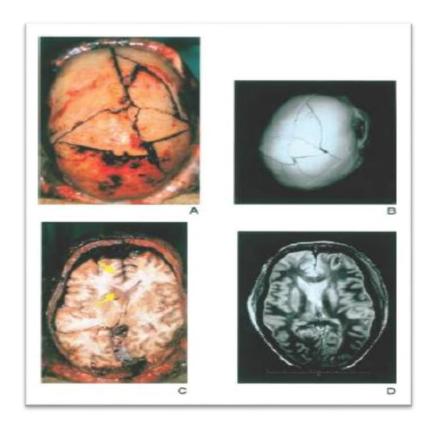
Fractura de la bóveda craneal de paciente de 27 años por caída de un árbol. (a)Imagen de la autopsia, (b) Reconstrucción tridimensional de la tabla ósea, (c) Corte axial de la autopsia, (d) Corte axial en T2 resonancia magnética por imagen.
